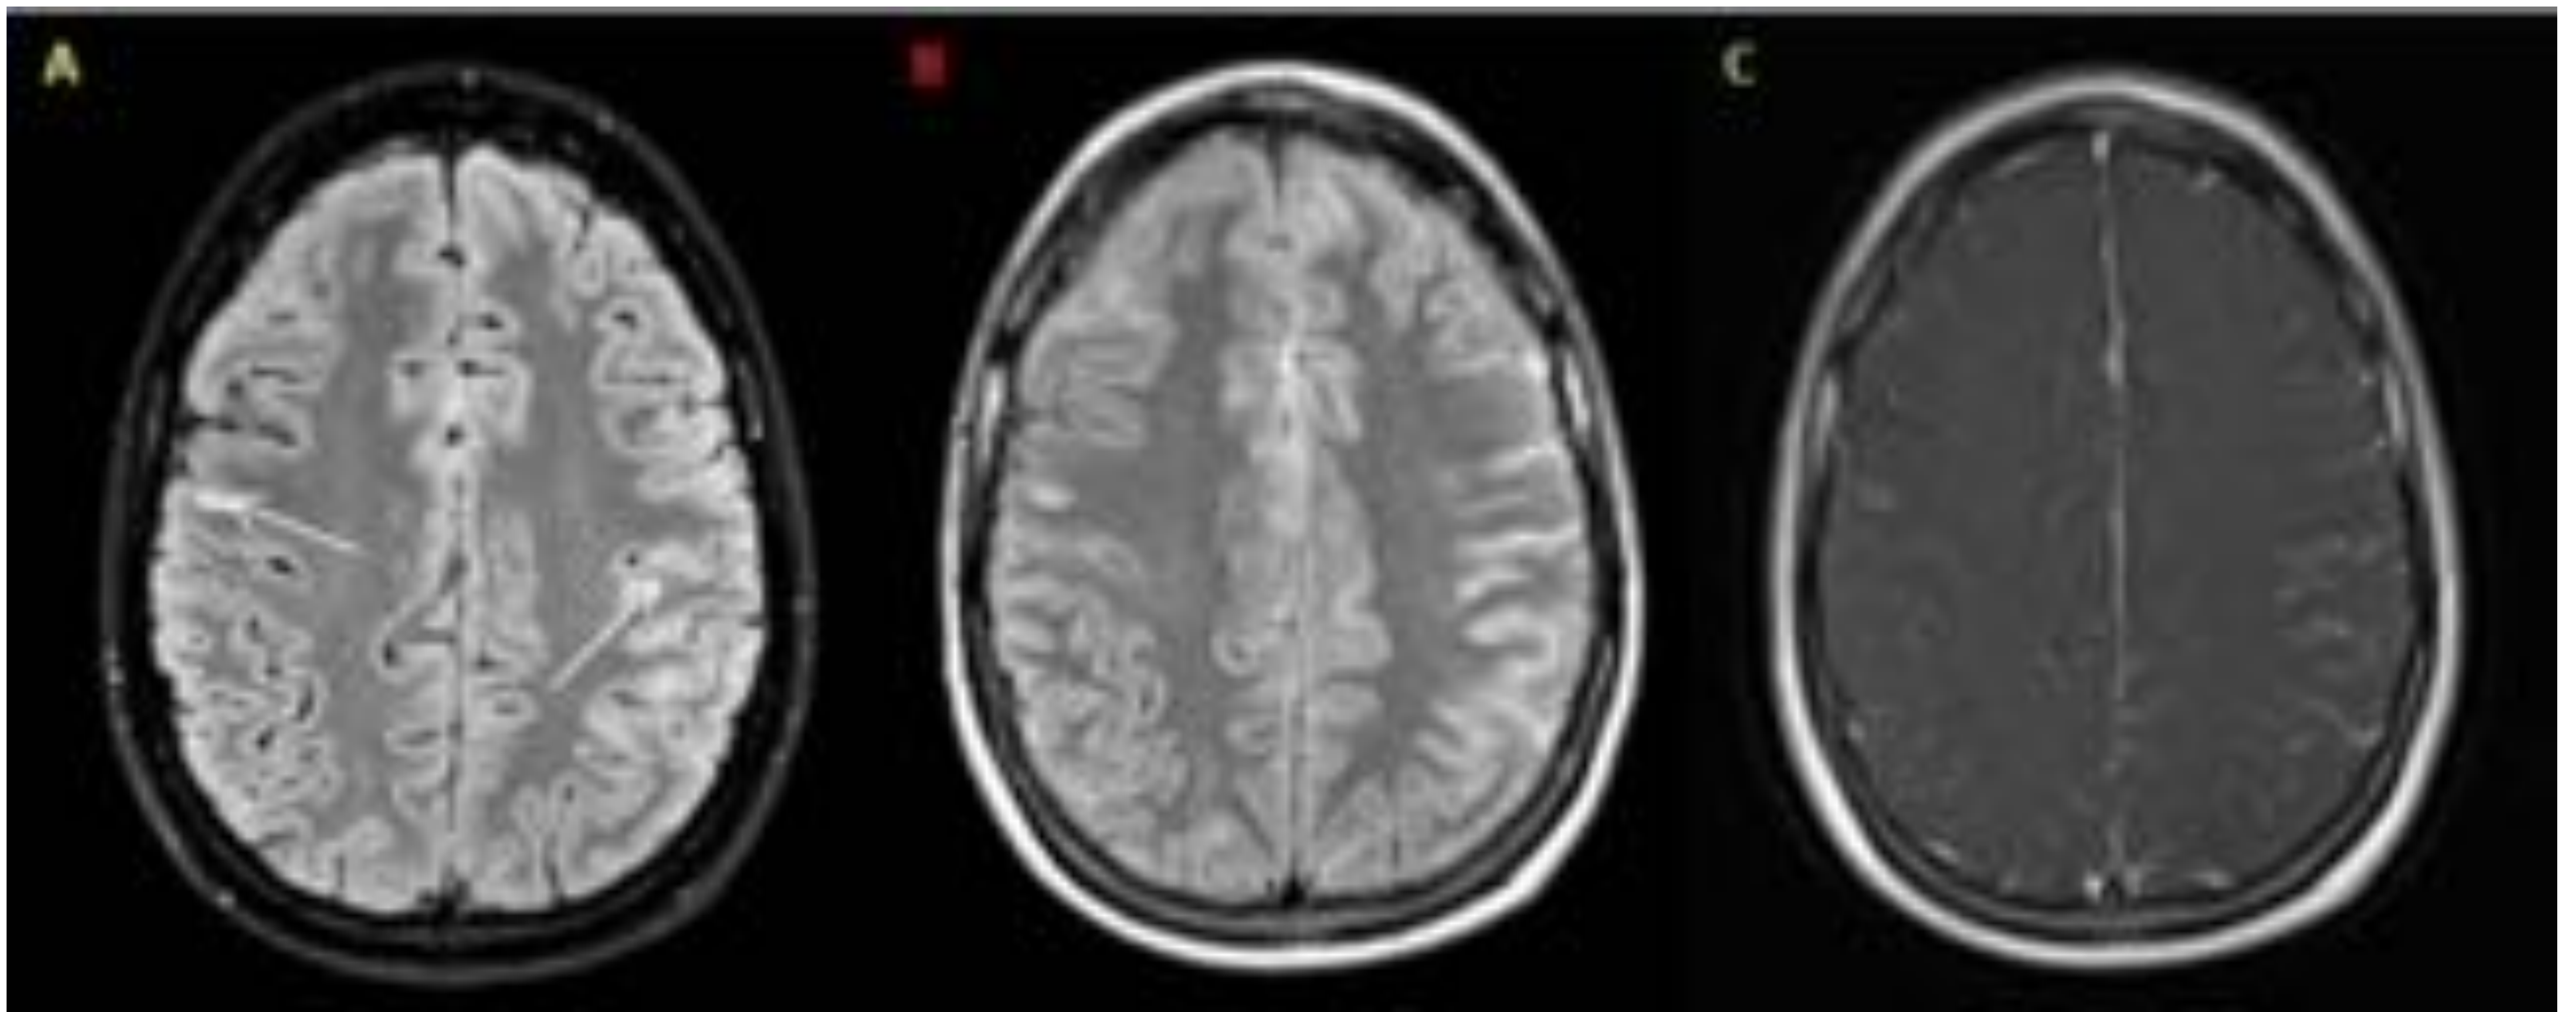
Melanosis leptomeníngea secundaria. Paciente con melanoma metastásico con signos de infiltración leptomeníngea bilateral en las imágenes SPIR FLAIR (flechas en A), y con zonas de captación meníngeas secuencias FLAIR con gadolinio (B) y T1 con transferencia de magnetización .
